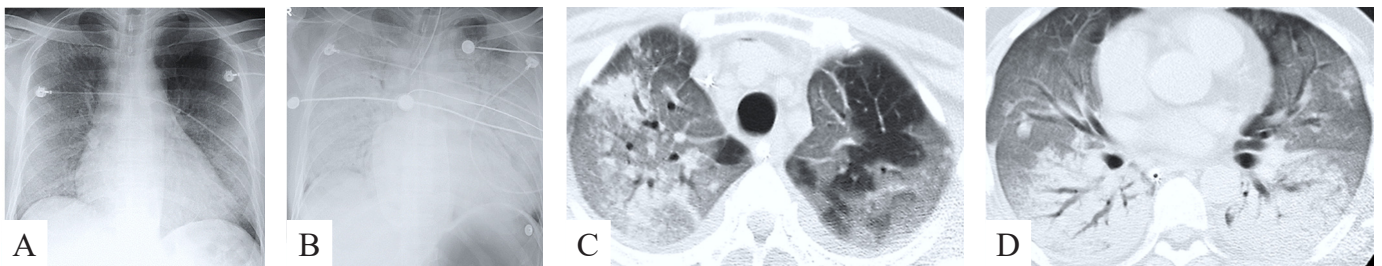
SARS-CoV [29]. Попередньо здоровий чоловік 55 р. А: білатеральні GGO та нечіткі вузликові утворення, дифузні в правій легені. Верхівка лівої легені з проявами компенсаторної емфіземи. Помірна кардіомегалія. В: Клініко-рентгенологічні ознаки респіраторного дистрес-синдрому дорослих через 12 годин. Рентгенограма в горизонтальному положенні - дифузна білатеральна консолідація повітряних просторів; повітряні бронхограми; низьке розташування ендотрахеальної трубки та розтягнута повітрям порожнина шлунку (якість інтубації?). С: МДКТ поширені білатеральні зони GGO, переважно праворуч; фокуси консолідації в правій верхній частці. Лобулярна гіпервентиляція у верхній частці лівої легені. D: дифузна білатеральна консолідація легеневої паренхіми; повітряні бронхограми; розташування ендотрахеальної трубки в стравоході.
